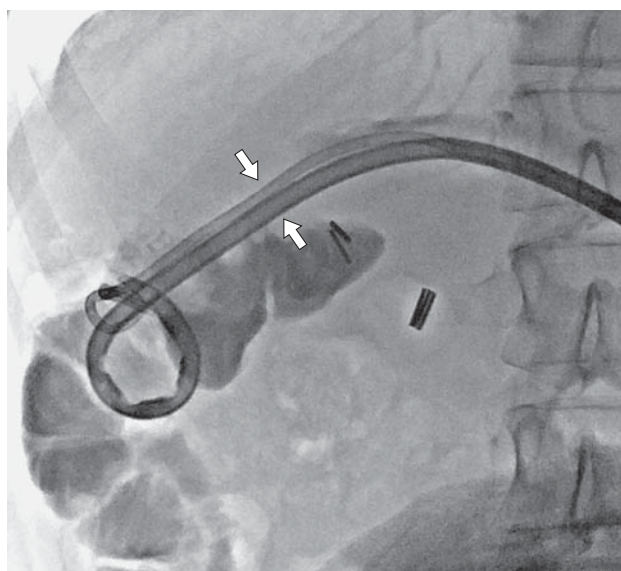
Рентгенограмма. Окончательный этап ЧЧБД Y-образной системой катетеров. Стрелками отмечена зона стриктуры ГЕА.
